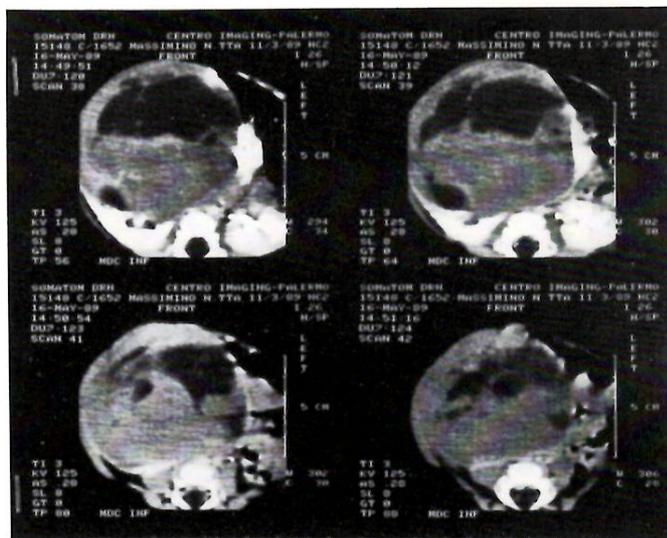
Esame TAC (descrizione nel testo).
